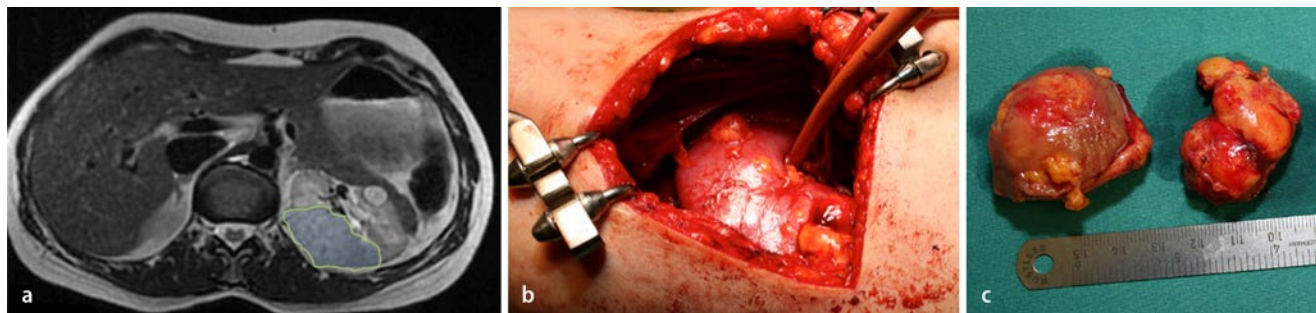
▲ Zwei Angiomyolipome in der linken Niere auf dem Magnetresonanztomogramm (a), im Operationssitus (b) sowie nach deren chirurgischer Entfernung (c). Die Patientin erfüllte die klinischen Diagnosekriterien nach Gomez für die tuberöse Sklerose
